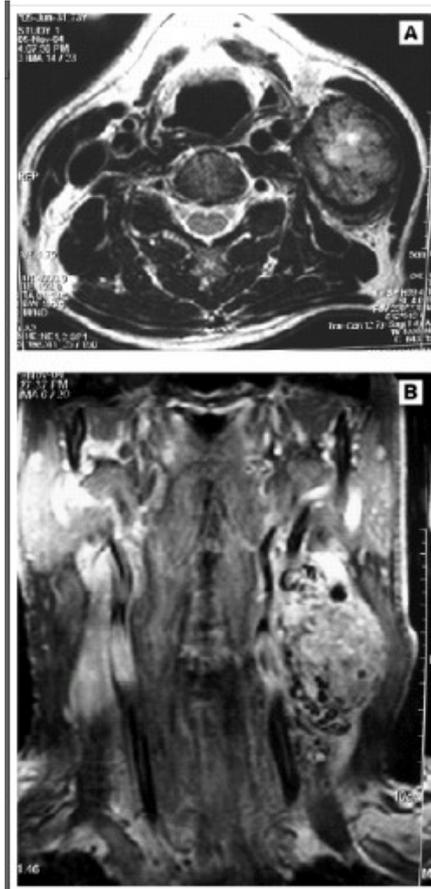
Tumor carotídeo em RM. Fonte: ACV Journal.
